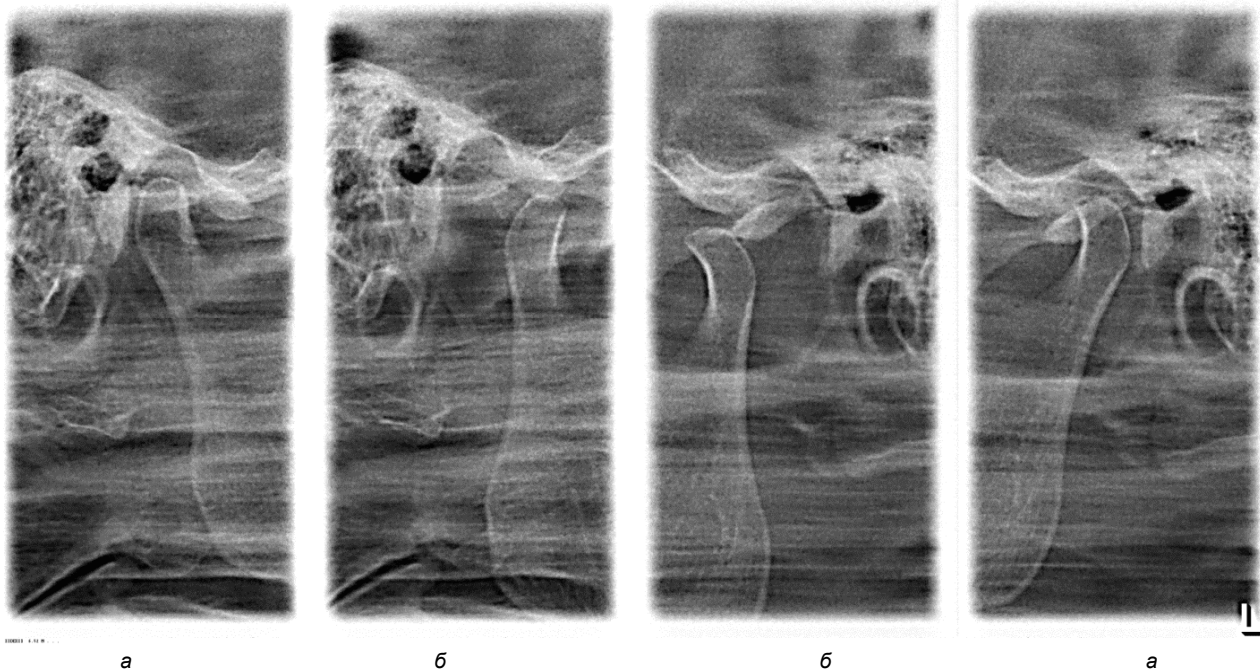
Прицельные рентгенограммы обоих ВНЧС больной Д., 28 лет. При закрытом рте (а) суставная щель правого сустава сзади резко сужена (состояние компрессии), левого сустава – расширена. При открытом рте левая суставная головка смещена значительно кпереди от вершины суставного бугорка.
